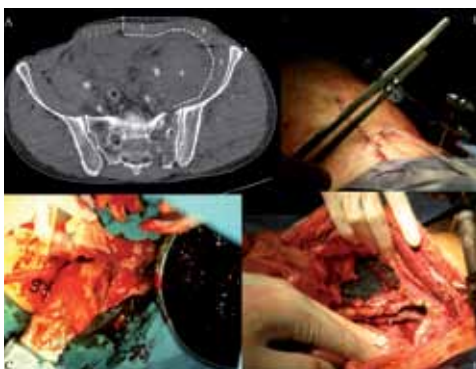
Pelvines Packing: A: Operativer Zugangsweg im axialem Becken-CT Scan: 1: infraumbilikale, mediane Inzision zwischen M. rectus abdominis.; 2: M. obliquus externus/internus abdominis mit paravesikalem Raum.; 3: M. iliacus; 4: Retroperitoneales Hämatom mit M. psoas; 5: Sakrumfraktur. B: Mediane Unterbauchinzision, Stabilisierung mittels supraacetabulärem Fixateur externe, suprapubischer Blasenkatheter bei Urethraabriss. C: Hämatomausräumung. D: Pelvines Packing mit Bauchtüchern im paravesikalen Raum.
